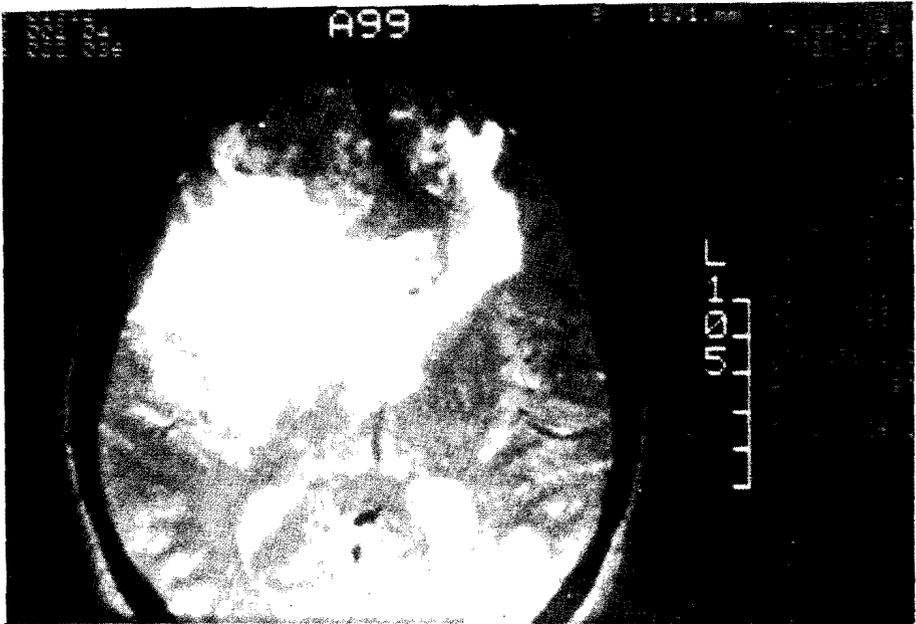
Caso No. 1. Corte axial en Resonancia Magnética, Imagen T2, que evidencia lesión de señal hiperintensa de bordes irregulares y mal definidas comprometiendo región cortical fronto-parietal derecha, parte anterior de centro semioval, tercio anterior del Cuerpo Calloso con extensión hacia el centro semioval y área cortical y sub-cortical superior izquierda con efecto de masa sobre cavidades ventriculares.
